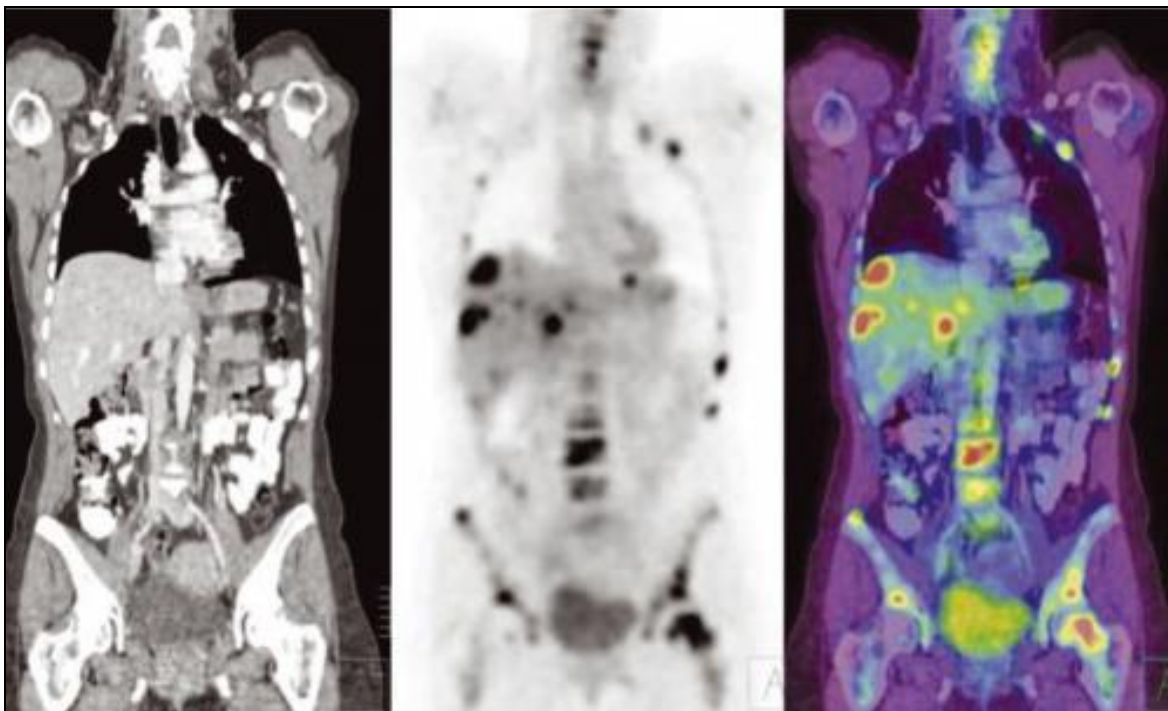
Beispiel für PET-CT-Scan aus der onkologischen Diagnostik (links: CT-Scan; Mitte: PET-Scan; rechts: Fusionsbild). (eigene Quelle)
